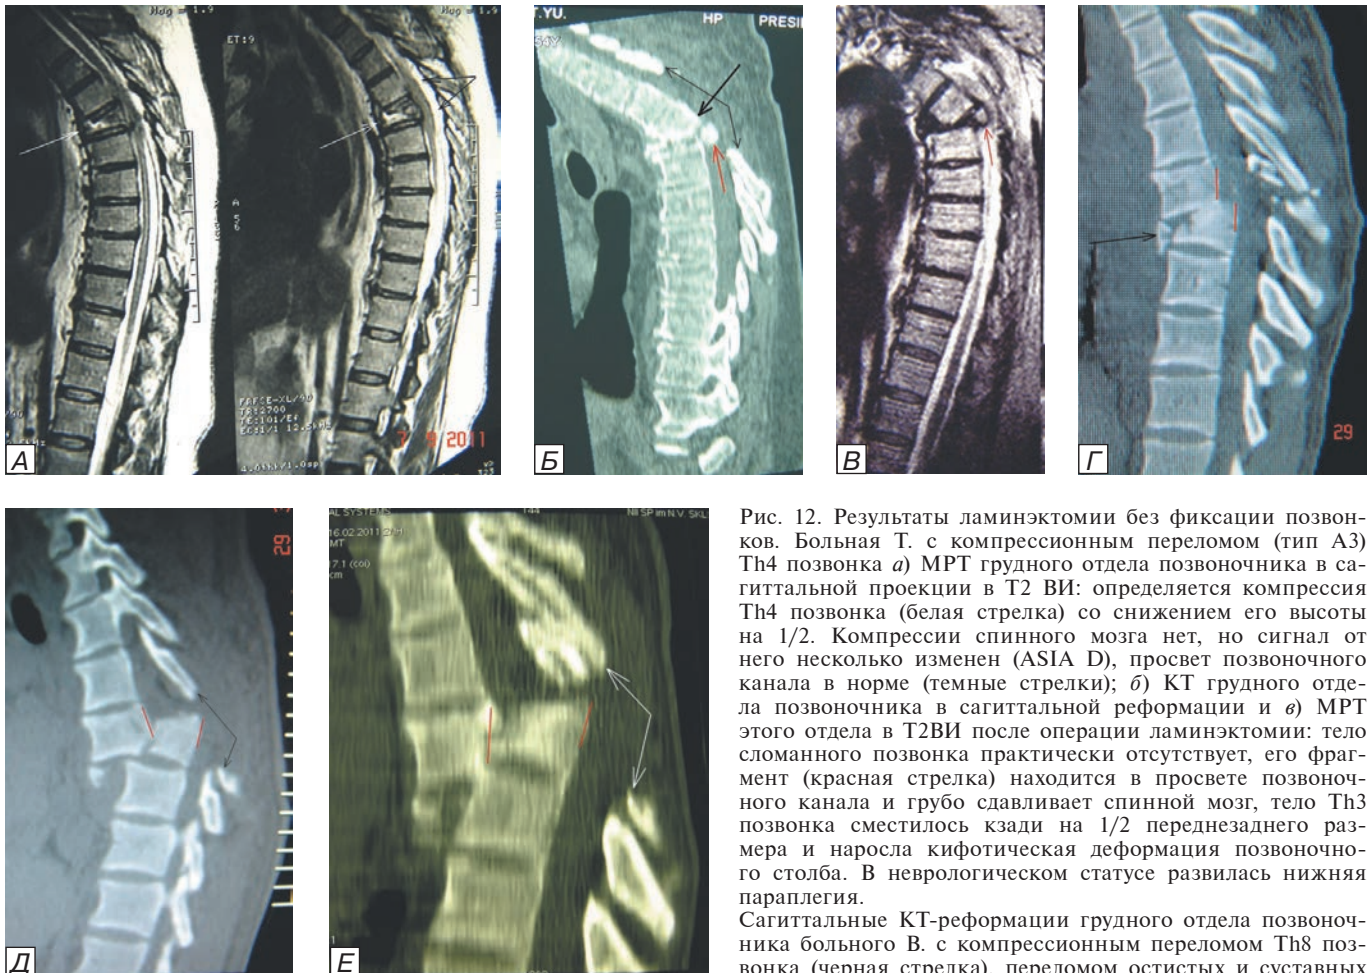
Результаты ламинэктомии без фиксации позвонков. Больная Т. с компрессионным переломом (тип А3) Th4 позвонка а) МРТ грудного отдела позвоночника в сагиттальной проекции в Т2 ВИ: определяется компрессия Th4 позвонка (белая стрелка) со снижением его высоты на 1/2. Компрессии спинного мозга нет, но сигнал от него несколько изменен (ASIA D), просвет позвоночного канала в норме (темные стрелки); б) КТ грудного отдела позвоночника в сагиттальной реформации и в) МРТ этого отдела в Т2ВИ после операции ламинэктомии: тело сломанного позвонка практически отсутствует, его фрагмент (красная стрелка) находится в просвете позвоночного канала и грубо сдавливает спинной мозг, тело Th3 позвонка сместилось кзади на 1/2 переднезаднего размера и выросла кифотическая деформация позвоночного столба. В неврологическом статусе развилась нижняя параплегия.
